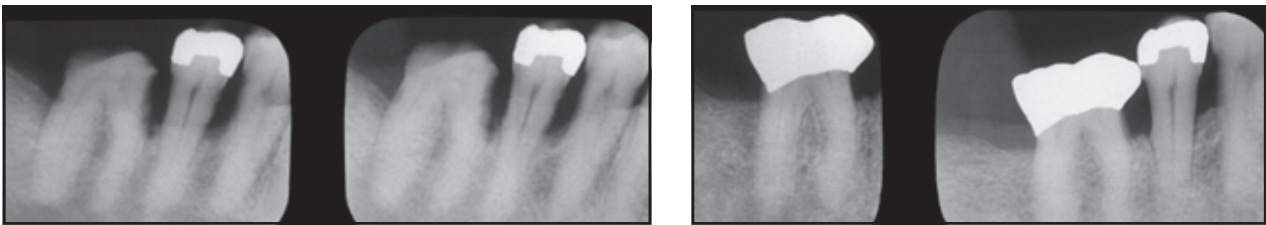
und 3f (links) Prä- und (rechts) postoperative periapikale Röntgenaufnahme des unteren rechten posterioren Sextanten.
